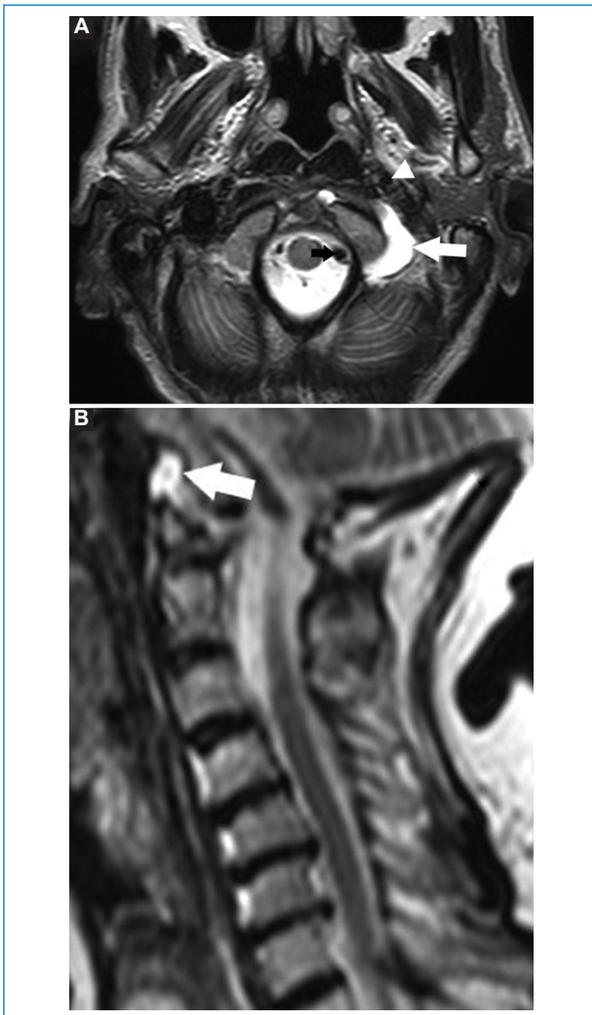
RM de columna cervical. A: corte axial. B: corte sagital. Ponderados en secuencia T2. Se aprecia derrame articular en forma de C en la AAO izquierda (flecha blanca). Se señalan la arteria carótida interna (punta de flecha) y la arteria vertebral (flecha negra).
